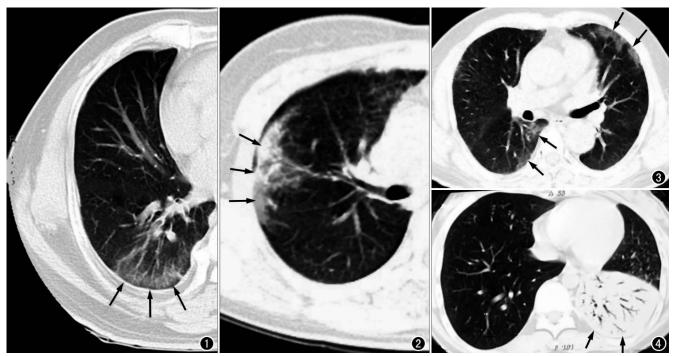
男,43岁,外伤后 6 h,肺挫伤。CT 示右肺下叶胸膜下条絮征(箭)。 图 2 男,32岁,肺挫伤。CT 示右肺上叶胸膜下条絮征(箭)。 图 3 女,36岁,细菌性肺炎,无外伤史。CT 示右肺下叶及左肺上叶片絮影(箭),左肺上叶可见胸膜下条絮征。 图 4 男,45岁,细菌性肺炎,无外伤史,CT 示左肺下叶延伸至胸膜的片状实变影(箭),其内见空气支气管征。
